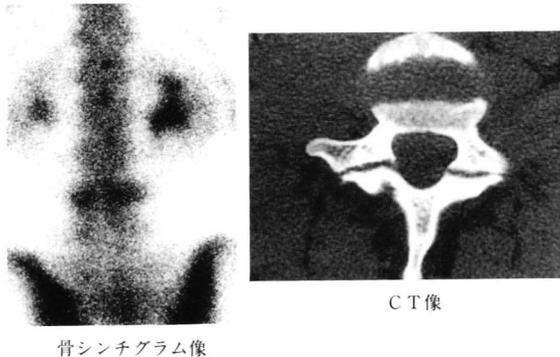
図-6の症例の骨シンチグラム像では第3腰椎に取り込みがみられ、CT像でIb-Ib型の分離を確認した。
